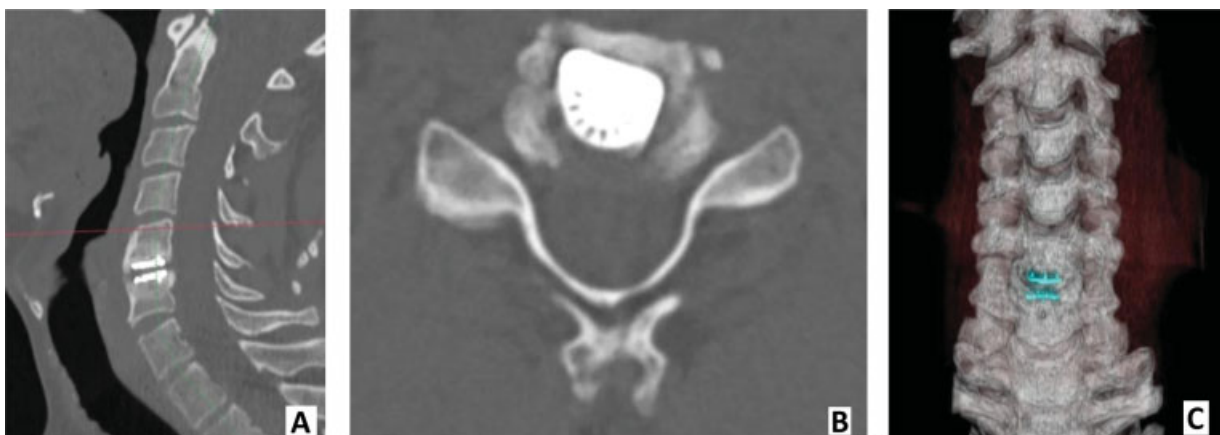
Tomografías computarizadas (TCs) de OH de grado III (caso clínico anterior): (A) TC sagital; (B) TC axial; (C) TC tridimensional.
